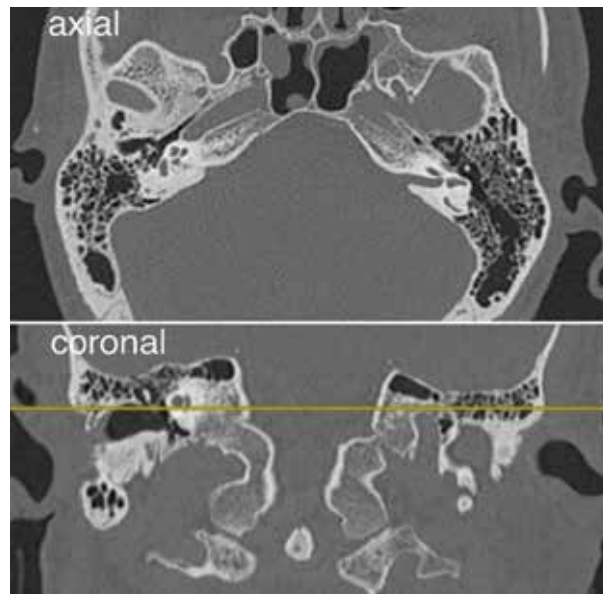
Компьютерная томограмма височных костей перед хирургическим вмешательством: хорошая пневматизация полостей среднего уха, патологические изменения отсутствуют
